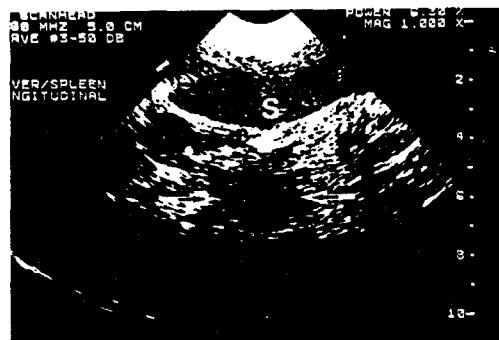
체장염의 증상인 식욕부진, 발열, 복통, 백혈구증다증 및 혈청 amylase 증가를 보이는 11세된 Retriever. 비장(S)을 음향창으로 사용해서 스캔한 초음파상으로 체장내에 피막이 없는 저에코의 병변이 있음을 알았다(화살표). 수술을 통해 체장염을 확진하였다.
